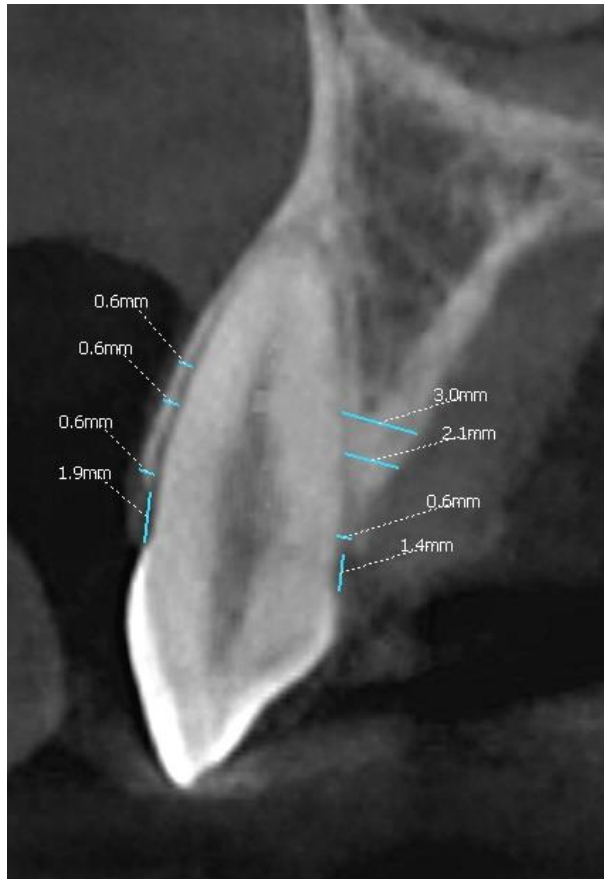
a-b. Skan CBCT siekacza bocznego przed i po leczeniu ortodontycznym.
